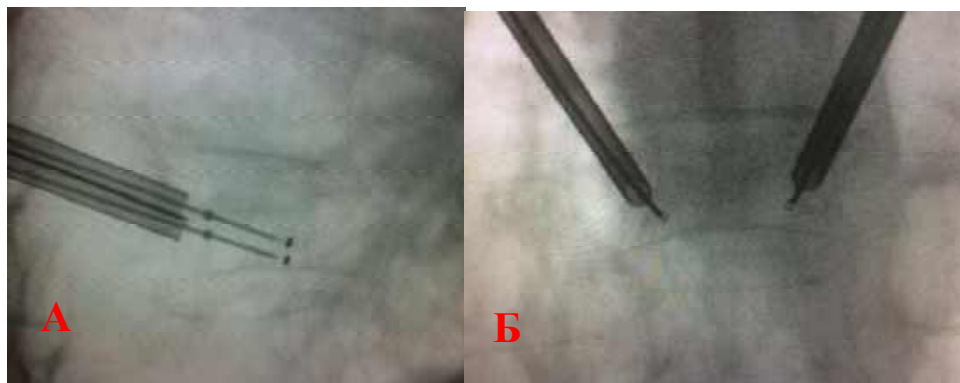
Спостереження №62, пацієнтка К-юк, 63 р., історія хвороби №2701/2. Введення балонних ущільнювачів. А. — Бокова проекція. Рентген-контрастні мітки перебували за межами остеоінтрод'юсера та не досягали переднього краю хребця. Б. — Пряма проекція. Центропетальний напрям балонних ущільнювачів.
